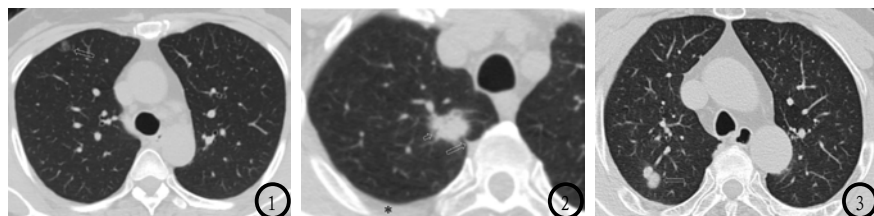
32岁从不吸烟女性NSCLC患者。CT横断位图像显示右上肺前段磨玻璃结节(箭), EGFR基因为突变型。图2 56岁从不吸烟女性NSCLC患者。CT横断位图像显示右上肺上叶尖段实性结节(短箭)、胸膜凹陷(长箭)和少量胸腔积液(星), EGFR基因为突变型。图3 42岁吸烟男性NSCLC患者。CT横断位图像显示右上肺上叶后段实性结节(箭), EGFR基因为野生型。
